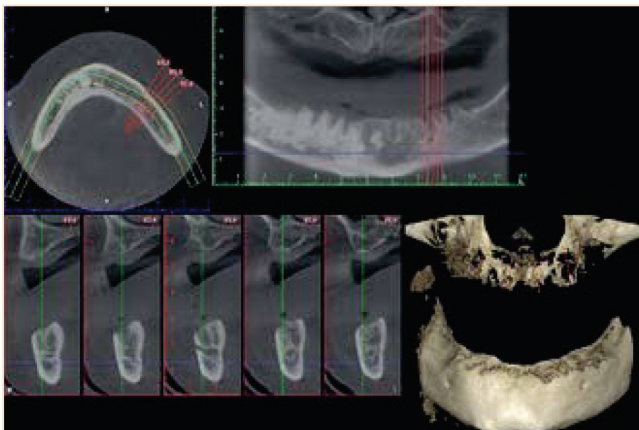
CBCT 3D - Diagnostikimi tredimensional para vendosjes së implanteve dentare.
